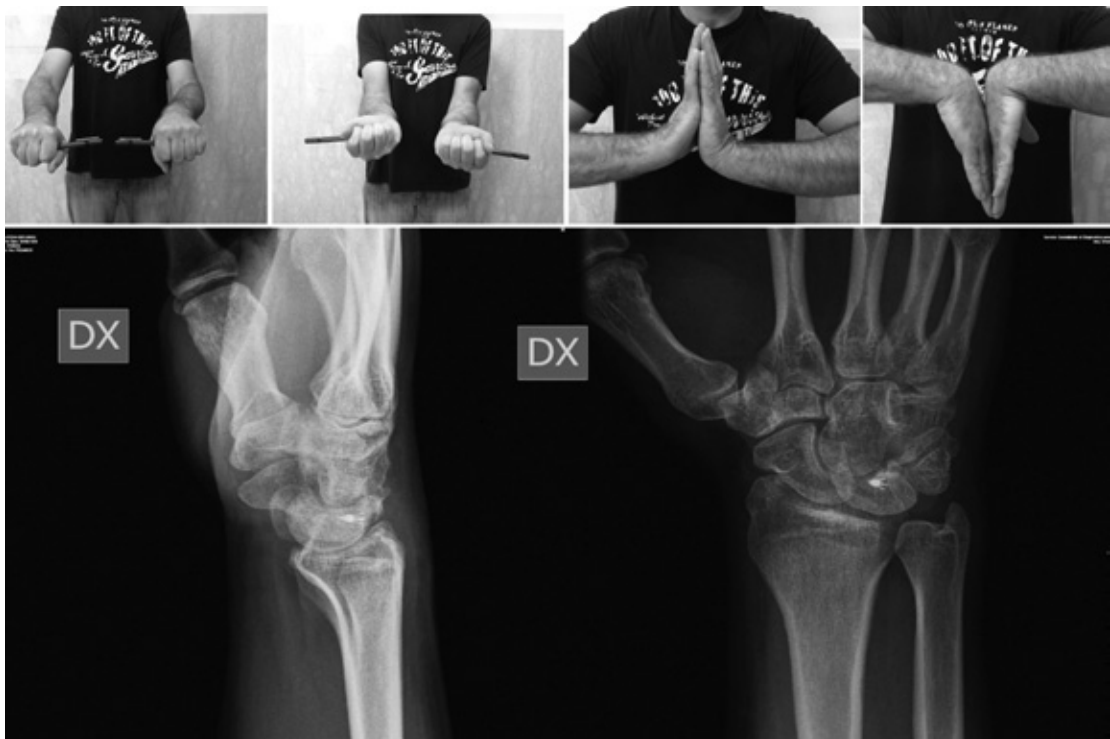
Controllo clinico e radiografico a 6 mesi dall'intervento, che evidenzia buona riduzione della frattura-lussazione.
